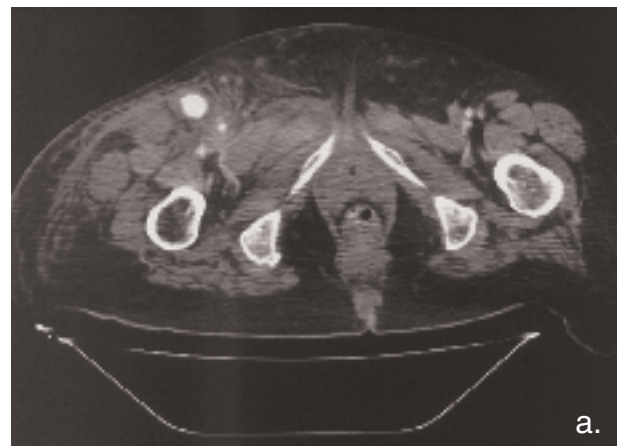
a. CT scan : examen réalisé avec contraste. Opacification d'un pseudo-anévrisme droit.
